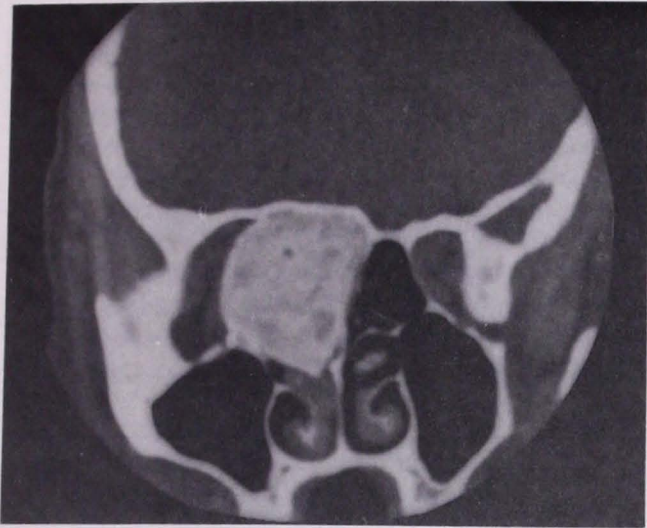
Tomografía computada en corte coronal donde se observa preoperatoriamente la lesión displásica (a y b) y el control postoperatorio un año después (c y d).
